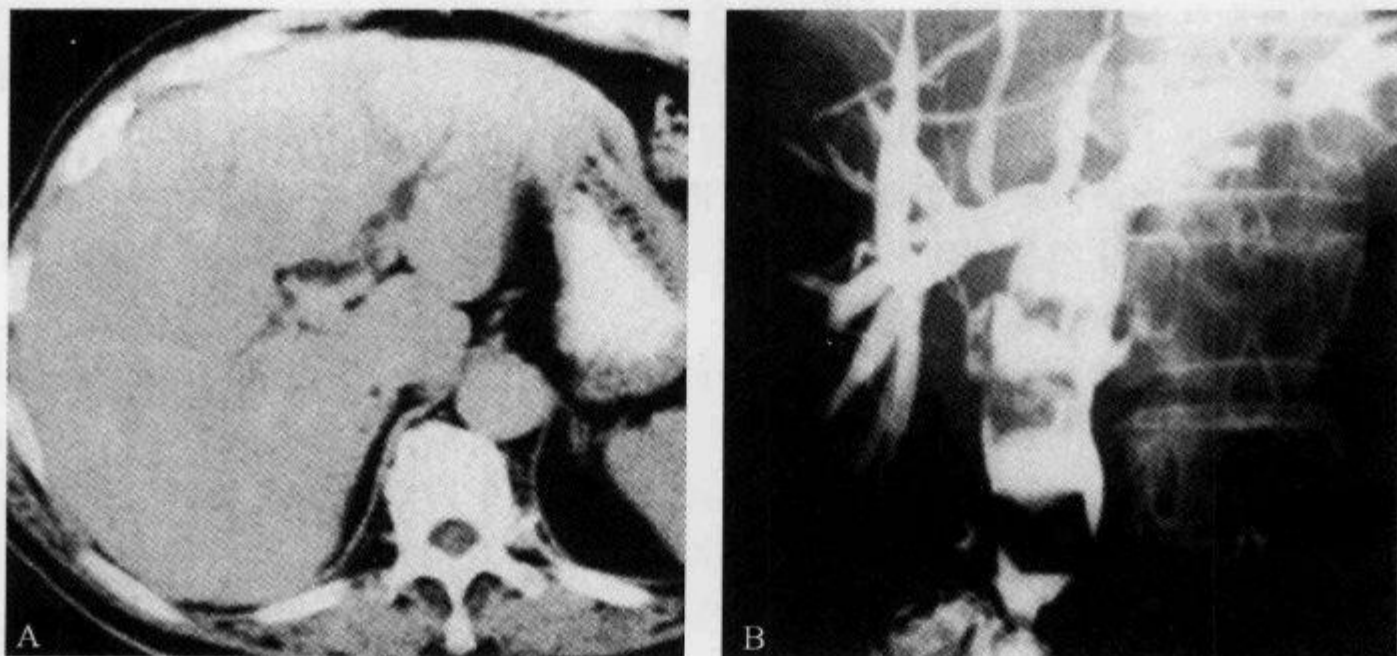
化脓性胆管炎患者,上腹部 CT 平扫示“中央箭头征”
